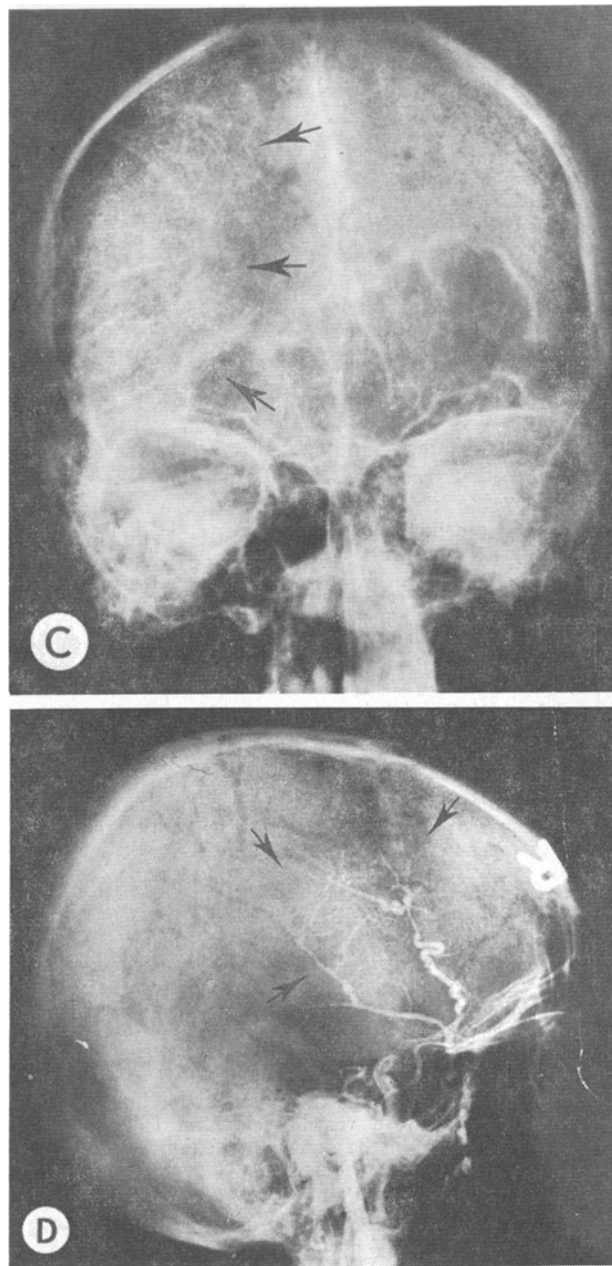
Patiënt D. (A) Voor-achterwaartse opname van het hersenscintigram. (B) Laterale opname van het hersenscintigram. Beide tonen een haard met een verhoogde opneming van radioactief materiaal. (C) Voor-achterwaartse opname van het carotis arteriogram. De pijlen geven het vaatpatroon van de tumor aan. (D) Laterale opname van het carotis arteriogram met proximale compressie („slow-flow” arteriogram). De pijlen geven het pathologische vaatpatroon aan, gevuld vanuit de arteria carotis externa.
